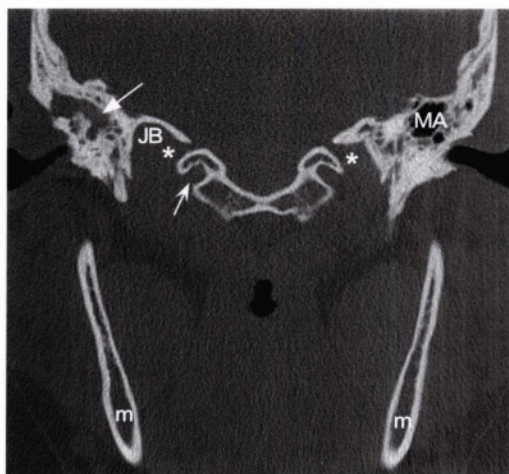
另一患者的经颈静脉孔(星号)和上颌(m)层面的冠状位CT骨窗图像。右侧颈静脉球(JB)更明显。可见正常的舌下神经(凹箭头)位于颈静脉孔的下内侧。右侧乳突(直箭头)呈浑浊的骨质侵蚀改变,系继发于胆脂瘤。左侧正常的乳突气房气化良好。
